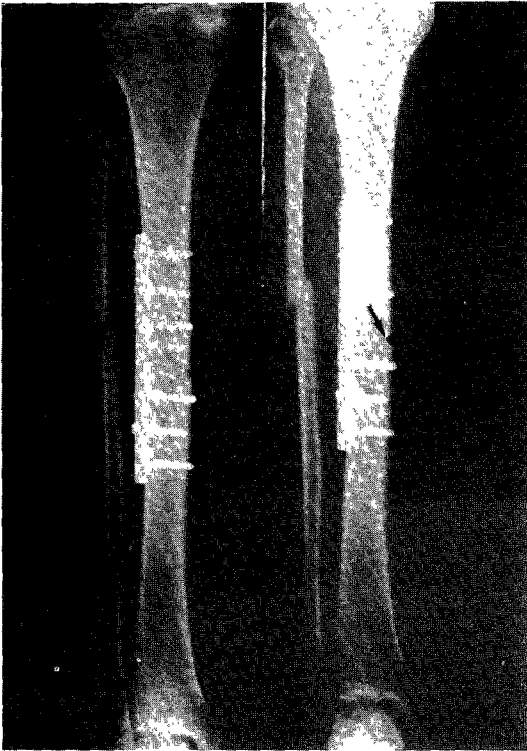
Radiographs of the united valgus fracture but medial bony absorption was seen.
